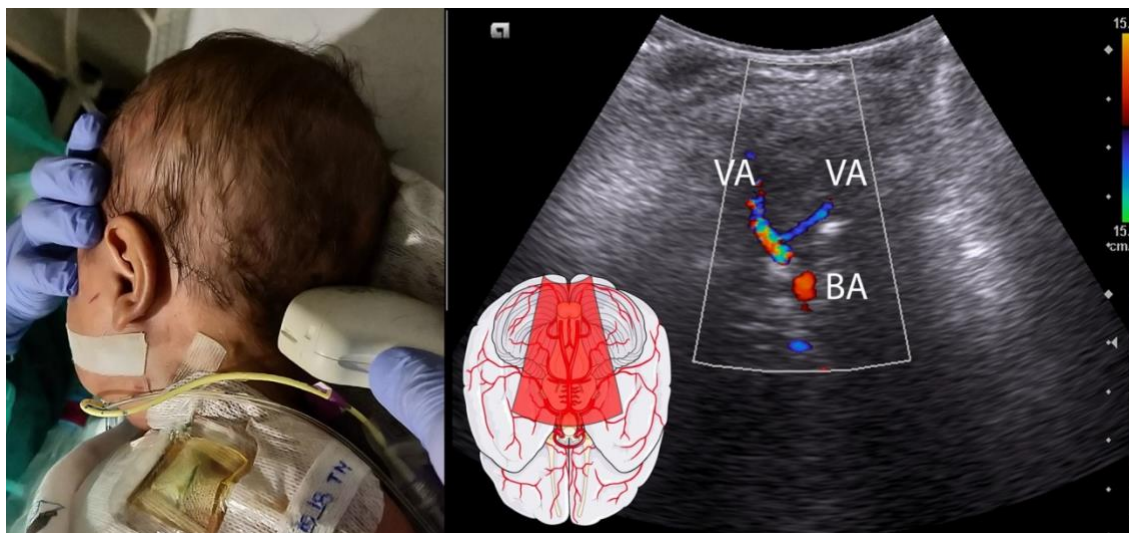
Ventana suboccipital (izquierda). Doppler modo color (derecha) mostrando las arterias vertebrales (VA) como una V invertida, con el flujo en dirección opuesta al transductor, y uniéndose para formar el tronco basilar (BA).
